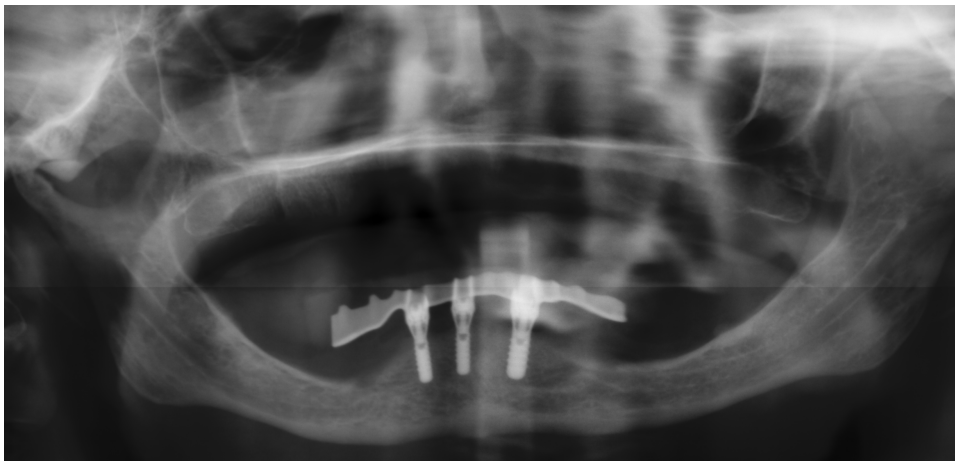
Radiografia panorâmica após colocação dos 3 implantes inferiores, da barra de titânio e exodontia do dente 16.
